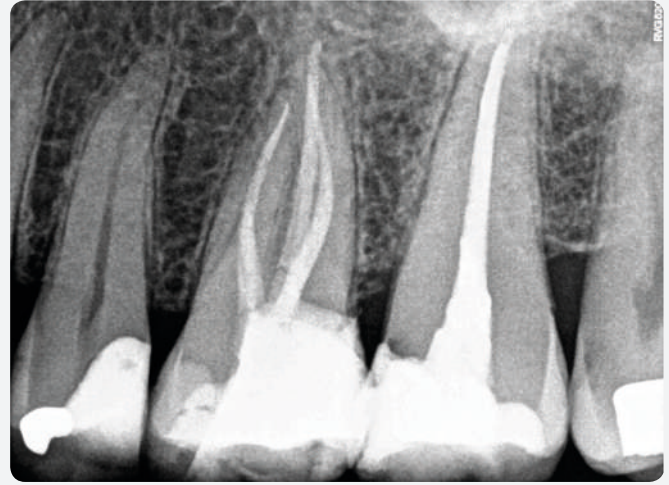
Radiografía ortorradial control 6 meses.
